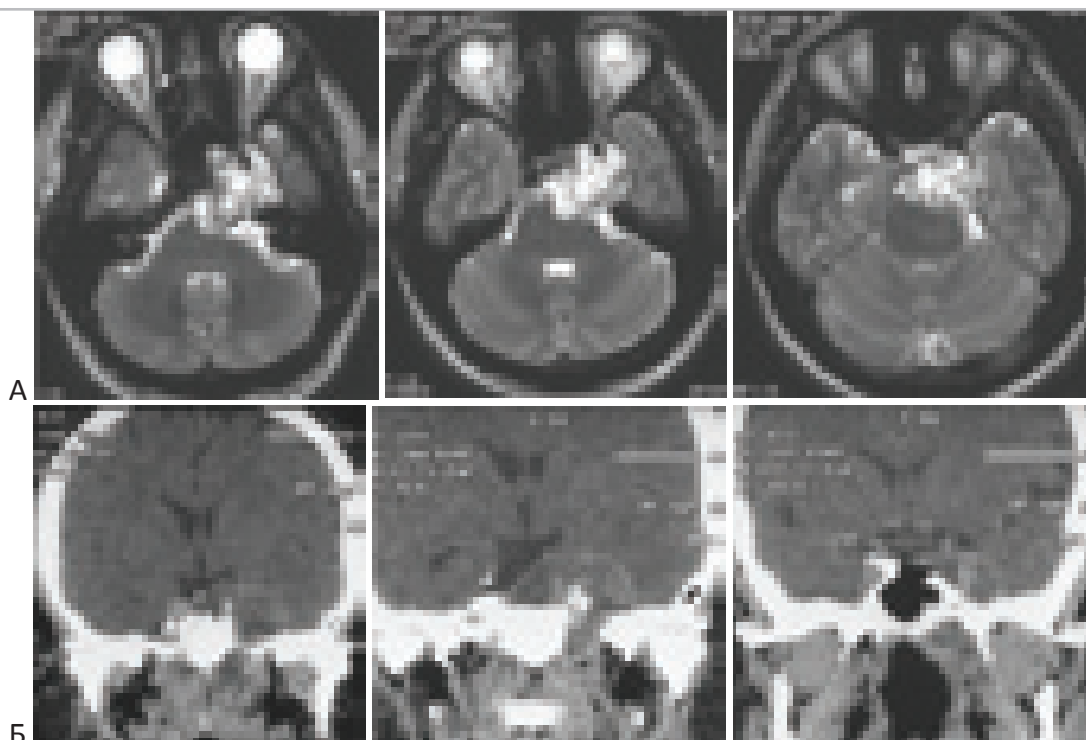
Хордома селлярной локализации с параселлярным и интракраниальным ростом. “А” – T2-взвешенные МРТ. “Б” – СКТ во фронтальной проекции.
